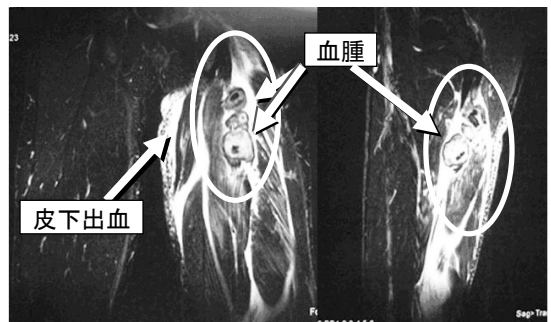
III型のMRI例：二頭筋と半腱様筋の合同腱の断裂
